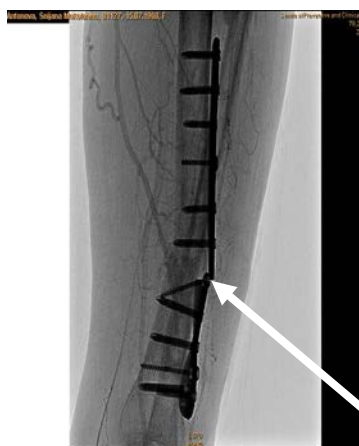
Рентгенограма, хвора № 1
